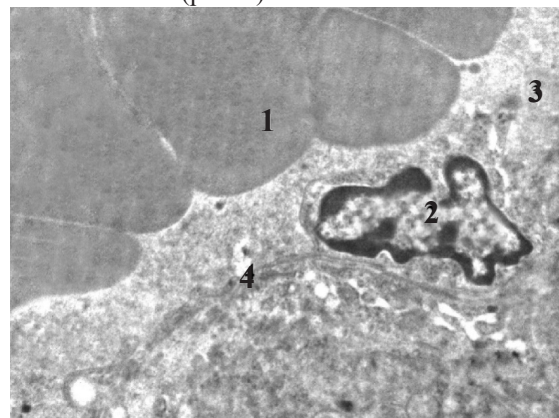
Субмикроскопическое состояние кровеносного капилляра семенника животного спустя 7 суток после экспериментальной реперфузии семенного канатика. Ув. $\times 7000$: 1 - широкий кровенаполненный просвет гемокapилляра; 2 - ядро; 3 - цитоплазма эндотелиоцита; 4 - базальная мембрана
